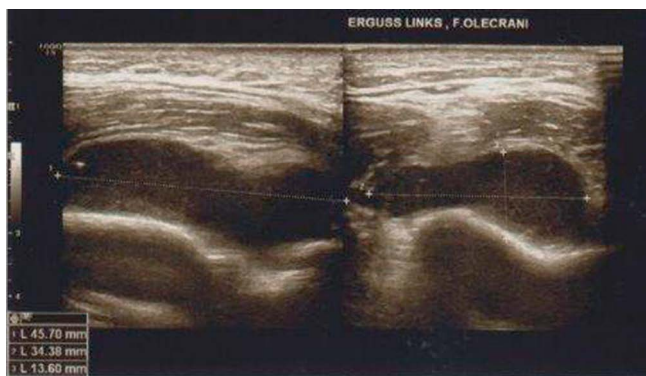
Sonografie des rechten Ellenbogens mit ausgeprägtem Erguss.
